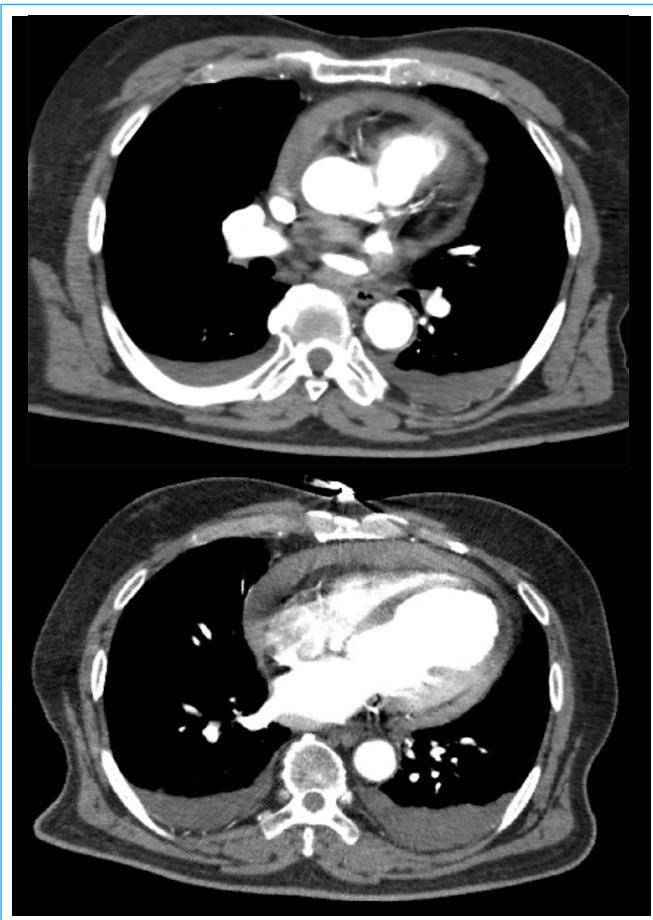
TC torácica con contraste. Hemopericardio sin extravasación de contraste al espacio pericárdico. Enfermedad arterial coronaria severa de la arteria descendente anterior y signos de descompensación cardíaca con derrame pleural bilateral.
